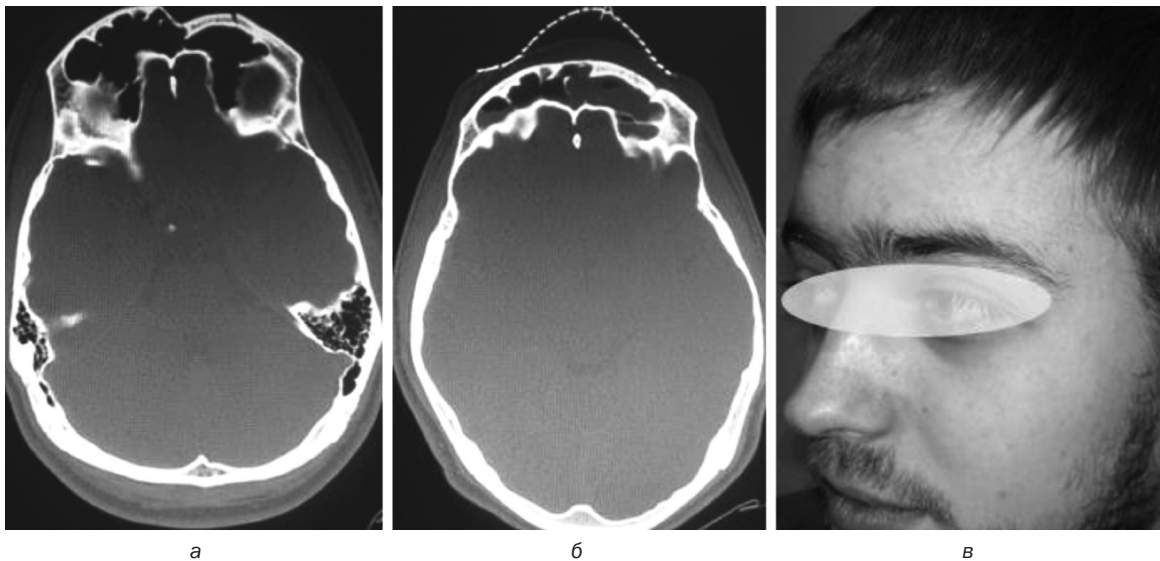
КТ до операции (а); 1-е сутки после операции (б); пациент через 6 месяцев после операции (в)
